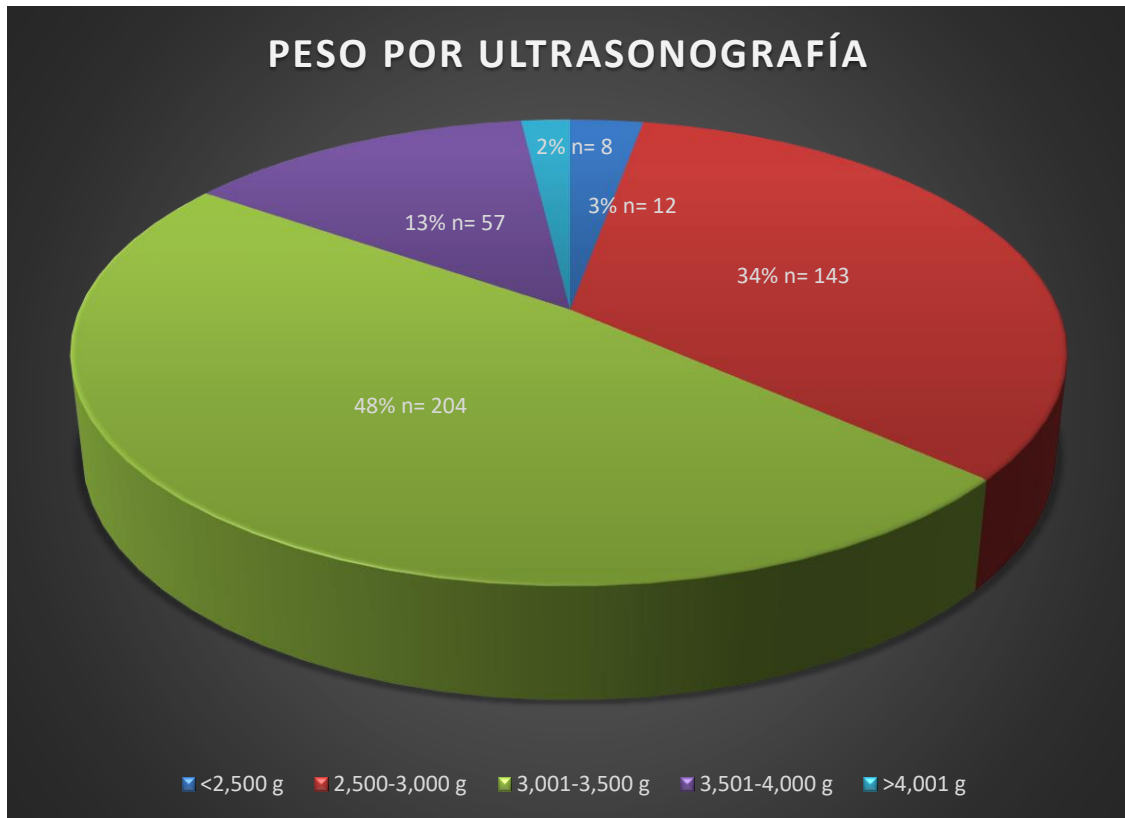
Gráfico que muestra el peso estimado por el método de ultrasonografía.
